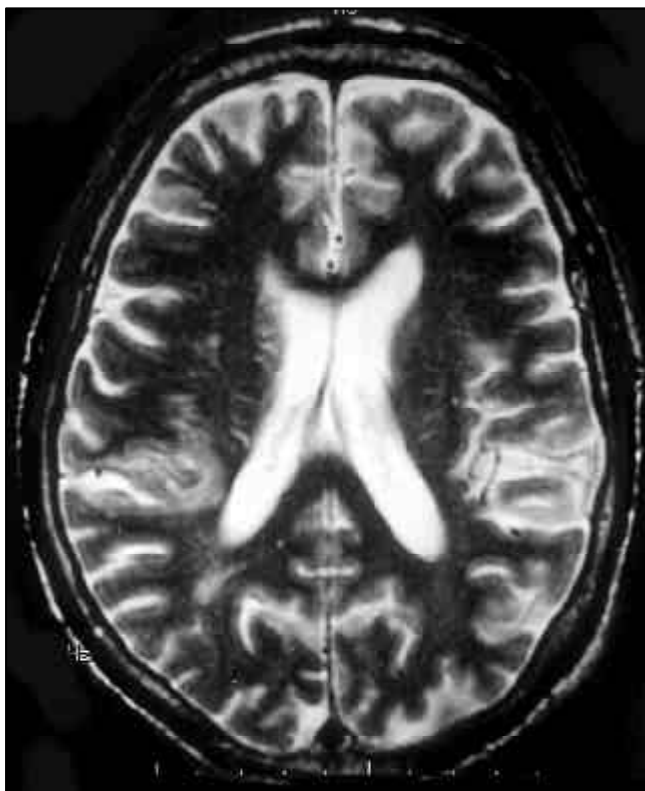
Infarto laminar parietal derecho objetivado en RM, modo T₂, proyección axial.
